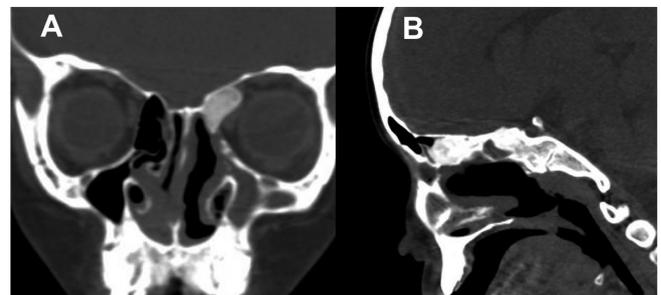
Tomografía 2 años después de la primera intervención evidenciando crecimiento de los remanentes tumorales en cortes coronal (A) y sagital (B).
